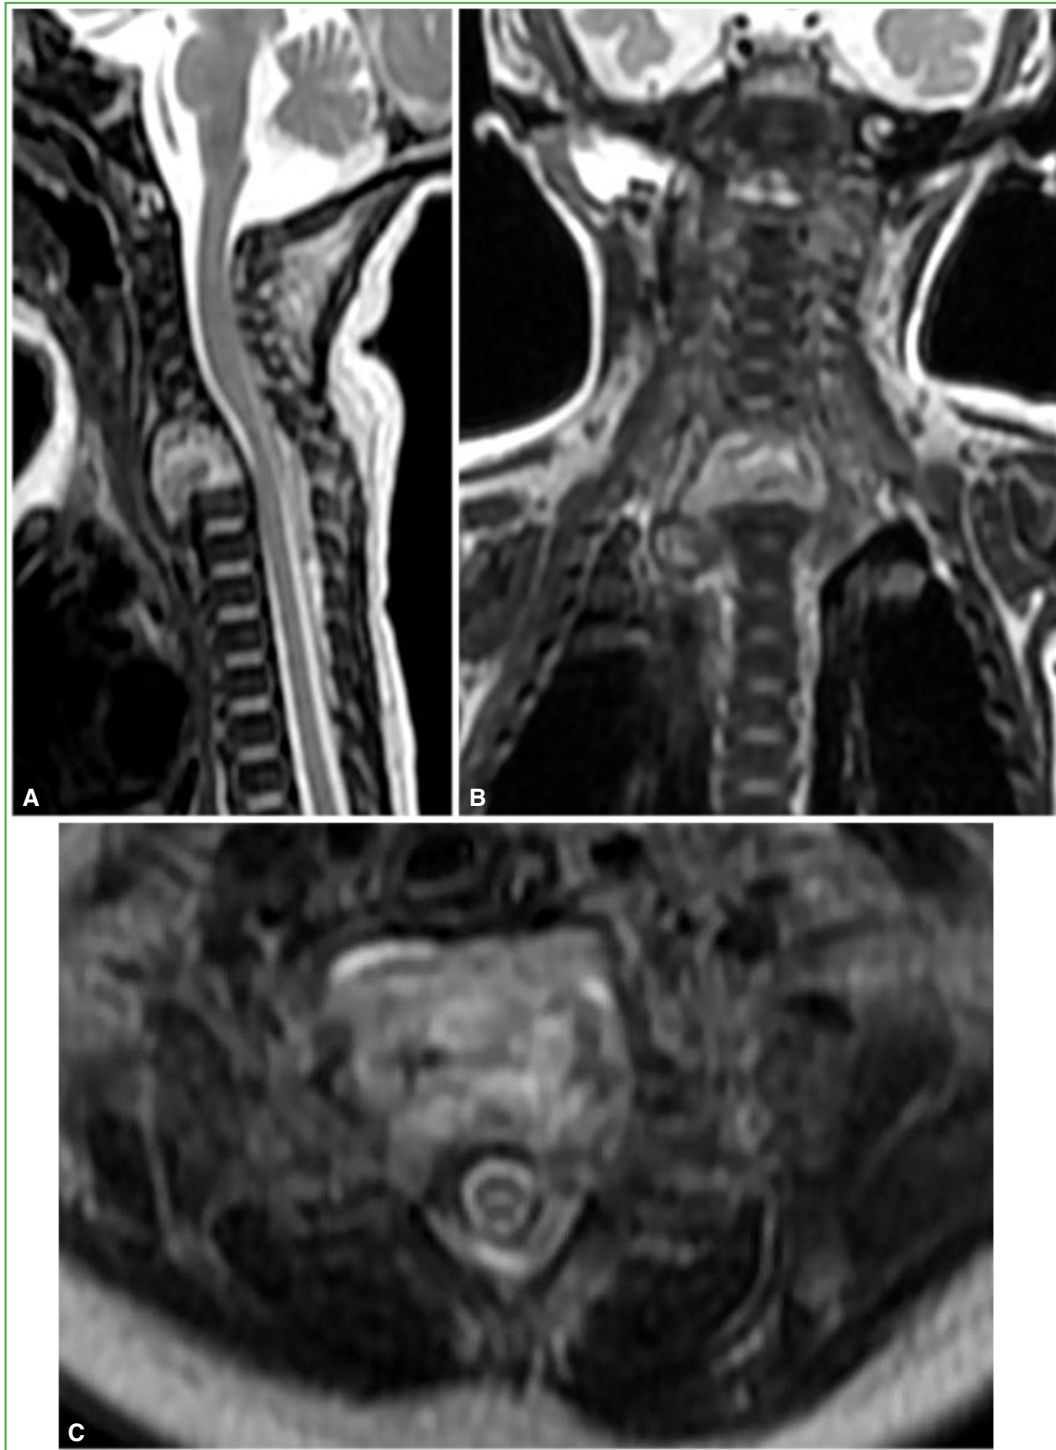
Resonancia magnética de cuello. Se aprecia, con mayor fidelidad, el absceso y la desaparición/destrucción de cuerpos vertebrales. A. Corte sagital. B. Corte coronal. C. Corte axial.
